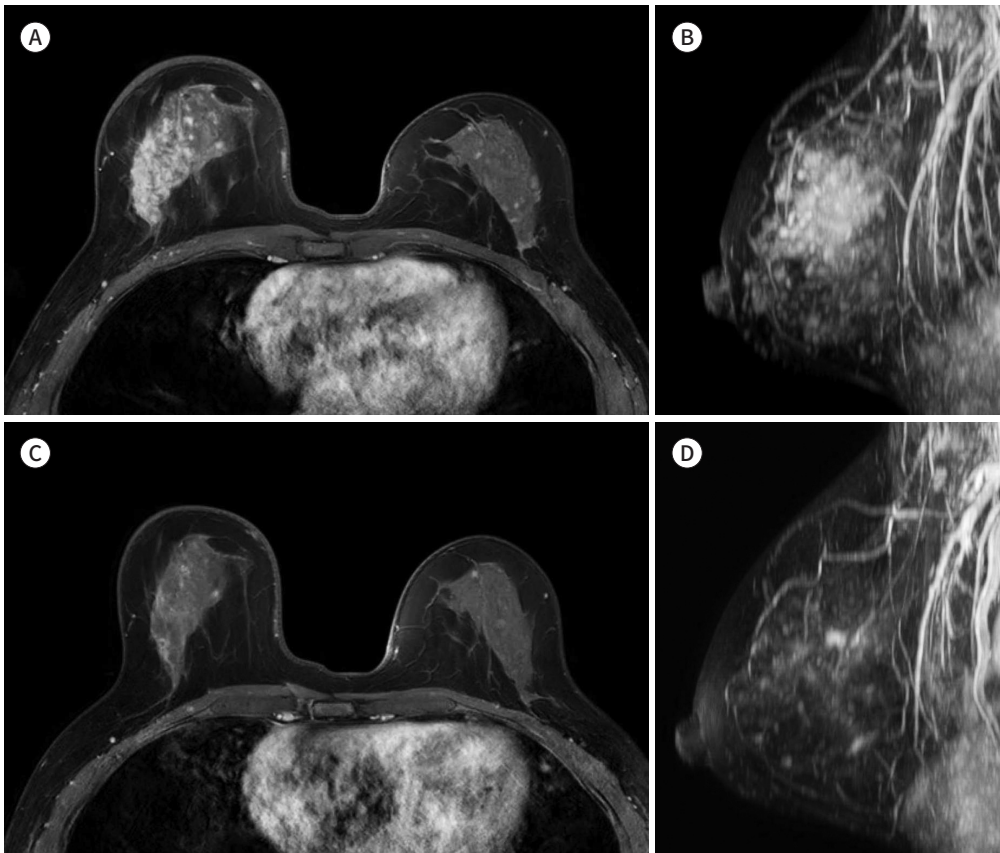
42-year-old female with IDC, luminal type, multiple/NME. Discrepancy (MRI size - pathology size) = 3.8 - 6.2 = -2.4.
